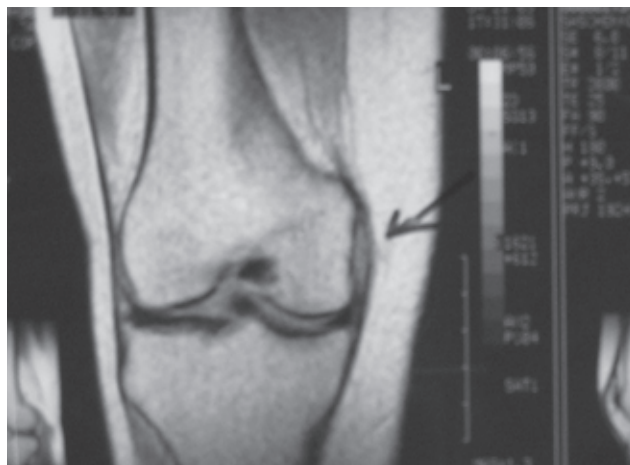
МРТ-признаки повреждения большеберцовой коллатеральной связки (два случая)
